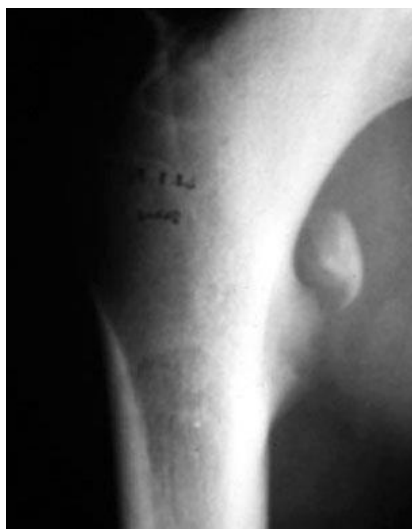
Radiographie de hanche montrant un arrachement du petit trochanter (de face en rotation externe)
